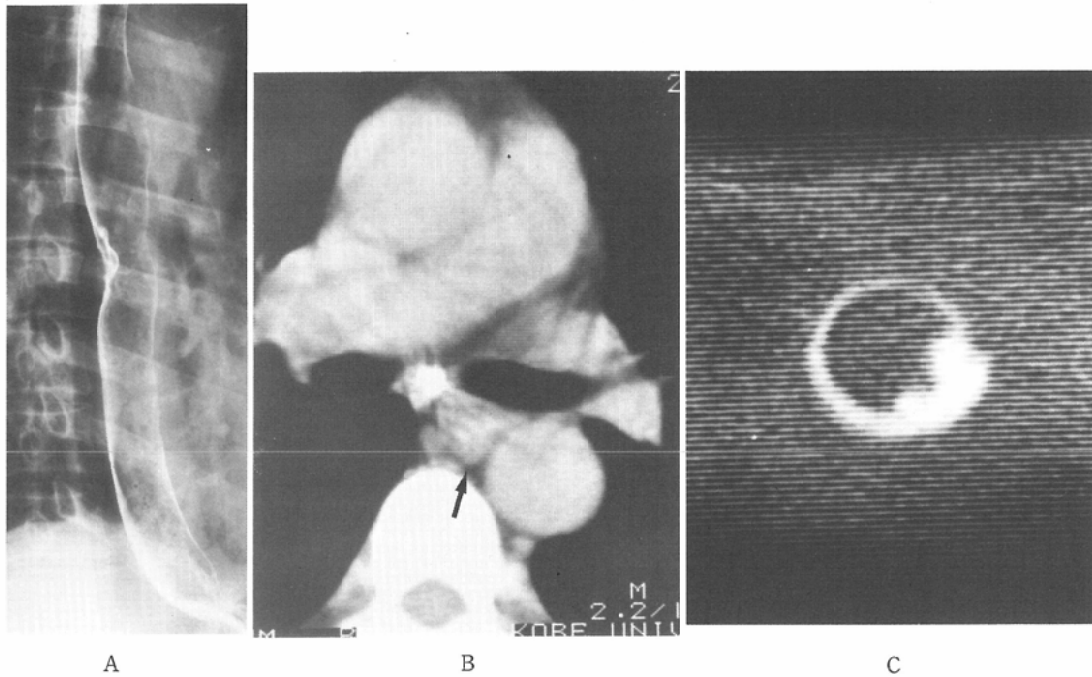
Identification of esophageal carcinoma on CT.
